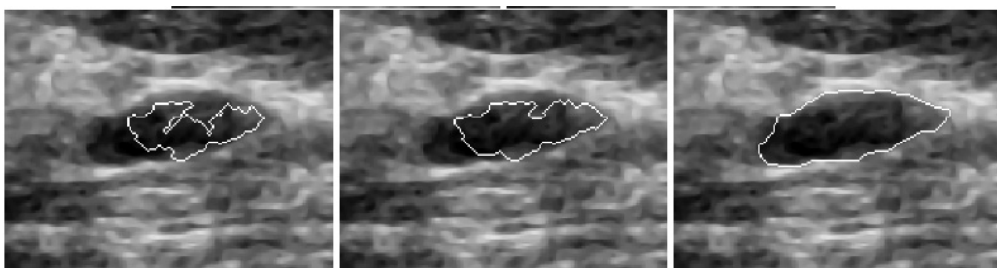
利用 GAC 模型分割乳腺超声图像中的病灶示例图
